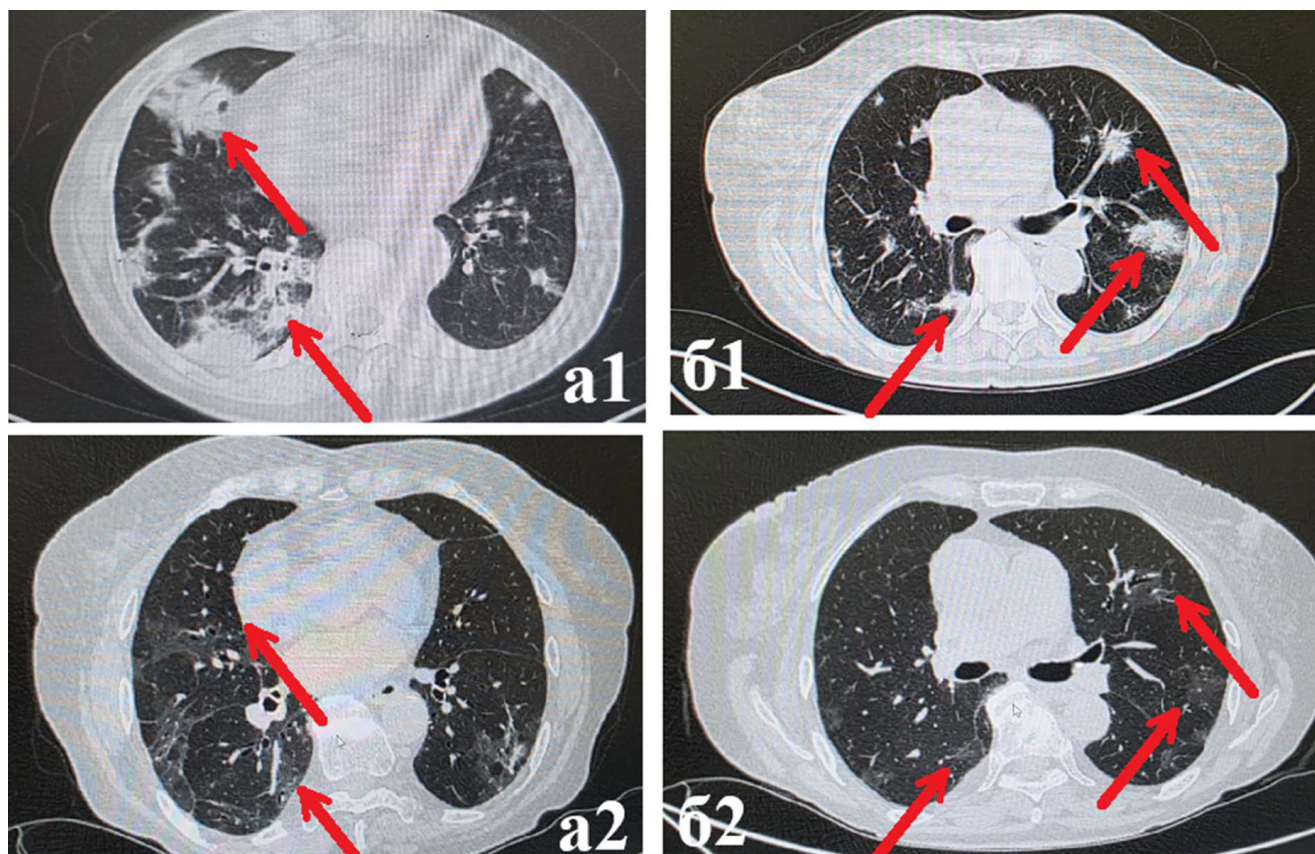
Компьютерная томограмма грудной клетки на различных уровнях: а1 – нижние отделы при поступлении, б1 – верхние отделы при поступлении; а2 – нижние отделы через месяц после начала терапии, б2 – верхние отделы через месяц после начала терапии. Видна отчетливая положительная динамика: выраженное снижение плотности участков консолидации и уменьшение размеров очагов вплоть до исчезновения (стрелки)
